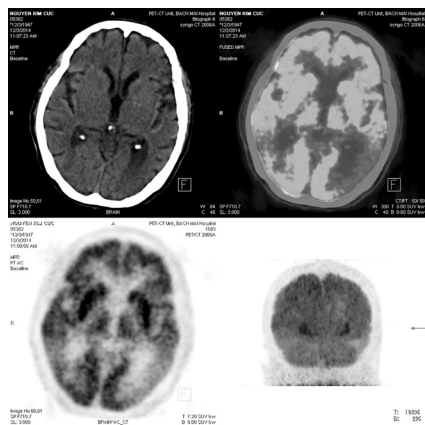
PET-FDG ở một bệnh nhân Alzheimer.
